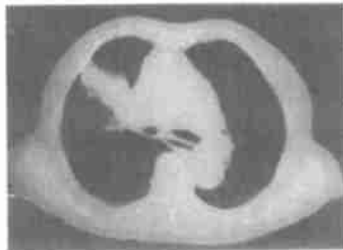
右中叶肺不张(中叶支气管结石)CT 像 WW 300, WL 50HU
